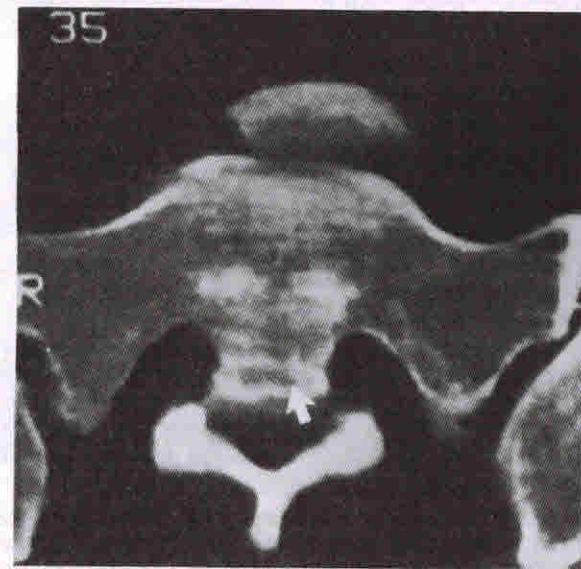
Компьютерно-томографическая сканограмма оскольчатого перелома с проникновением коркового вещества заднего отростка тела позвонка в позвоночный канал.
